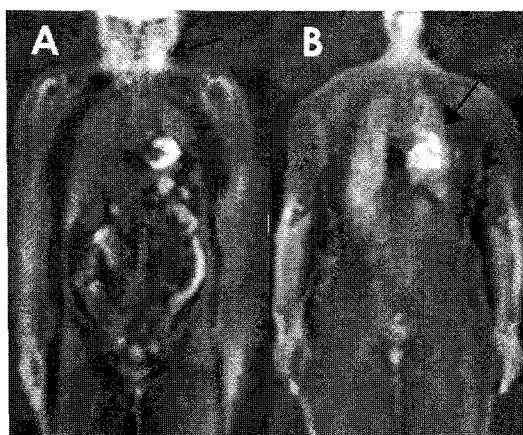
FDG PET scan incidentally detected two cases of each thyroid cancer and tuberculosis in two patients with cervical cancer who showed no evidence of the disease after treatment. (A) A case of thyroid cancer (arrow), (B) A case of tuberculosis (arrow).
